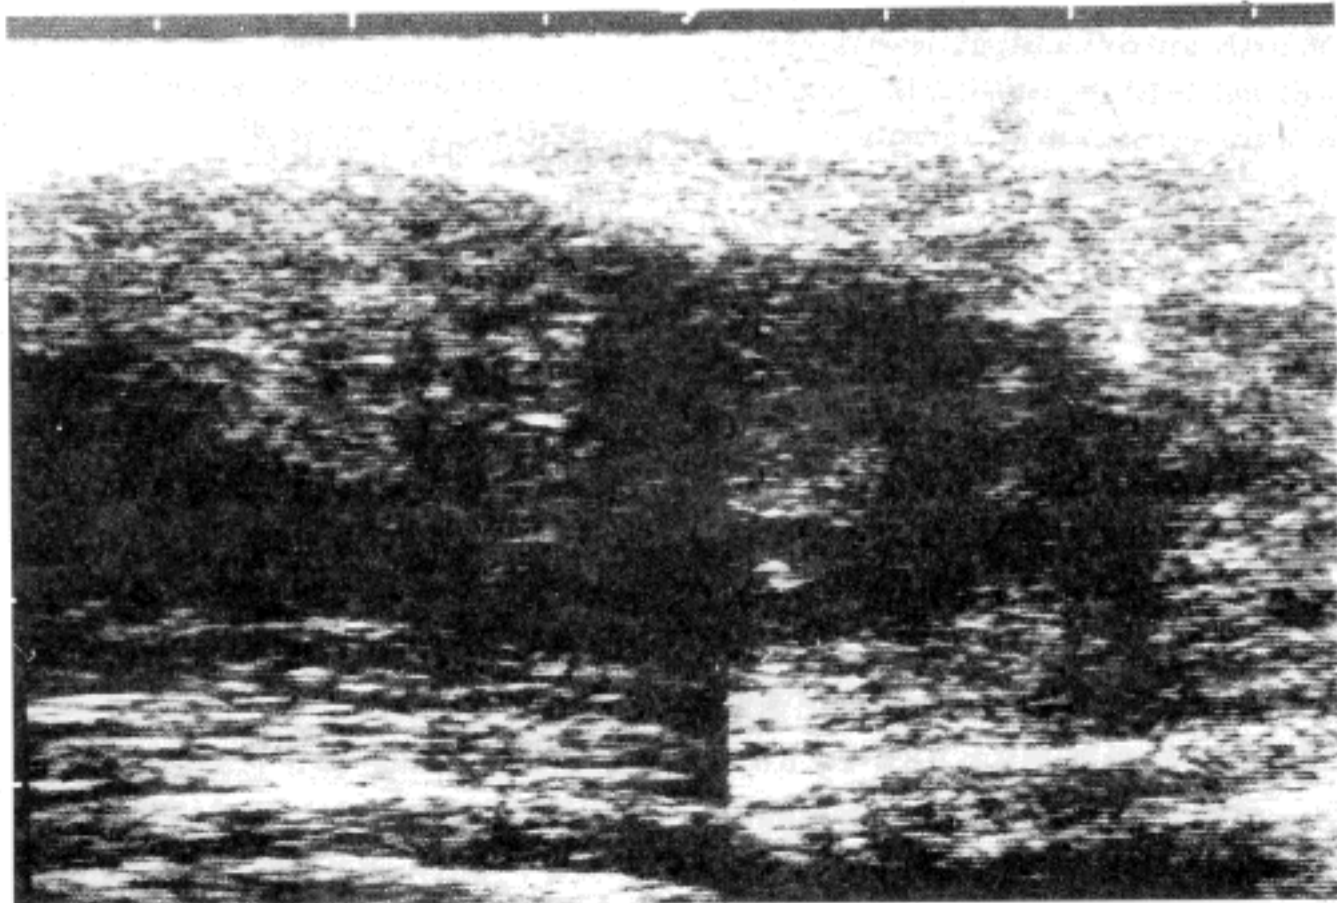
A. The right breast ultrasonography showing large, ovoid and hypoechoic solid mass with no distal acoustic enhancement.
